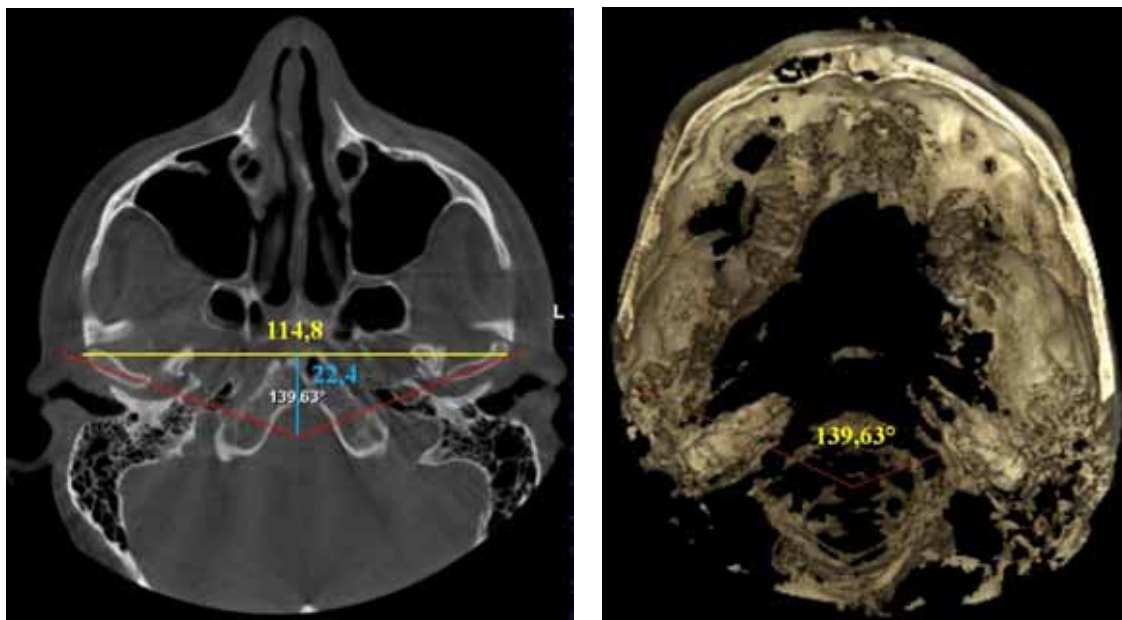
Пространственное расположение суставных головок на томограмме и трёхмерной модели черепа
